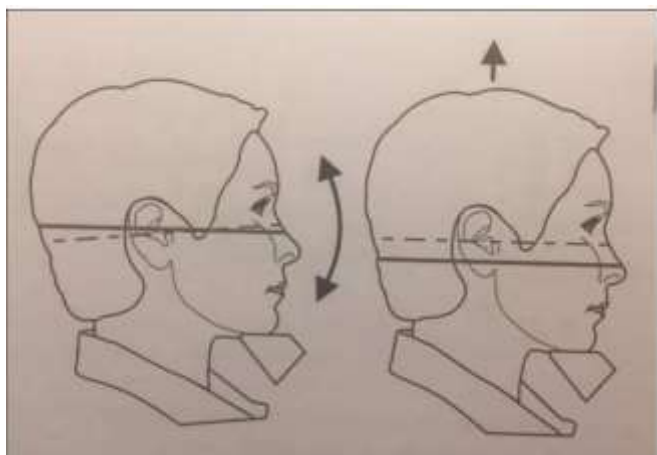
Регулирование рентгенологического луча относительно Франкфуртской горизонтали линия FH нанесена на схеме (а); линия FH нанесена на фото пациента (б)
